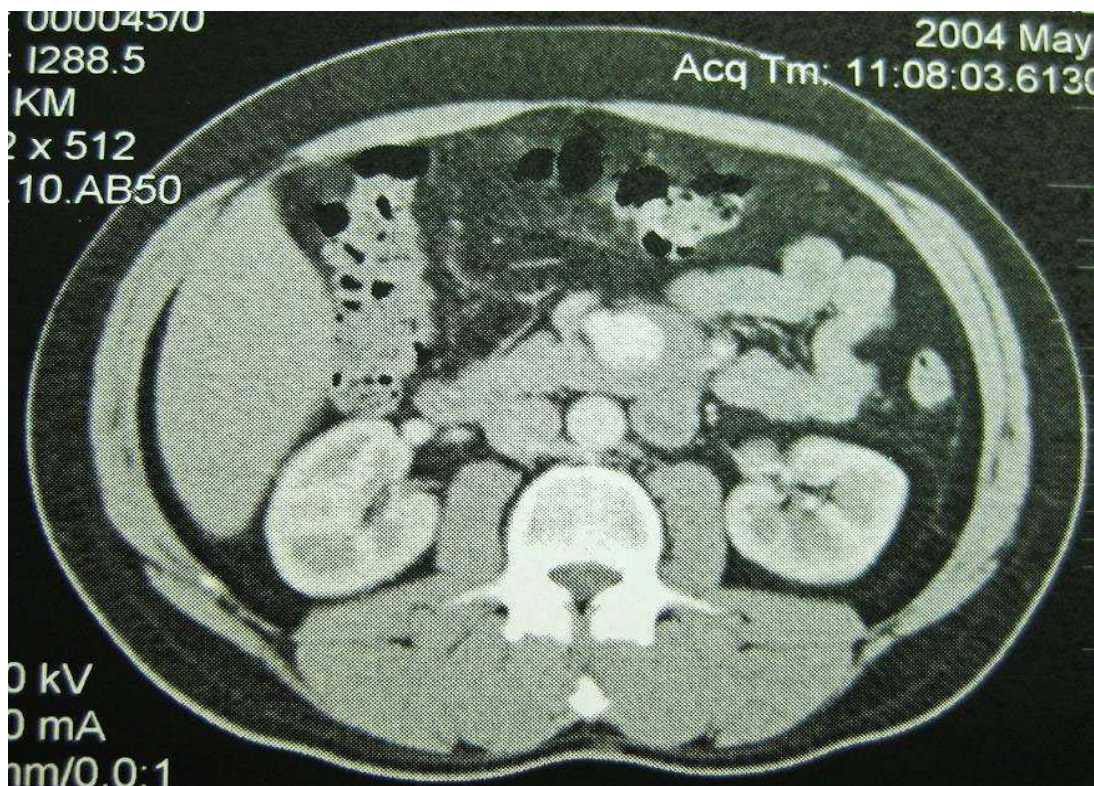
Darstellung des A. mesenterica superior-Aneurysmas i.v.KM-CT (Studienpatient der Uni-Klinik Düsseldorf, Chirurgische Radiologie)
